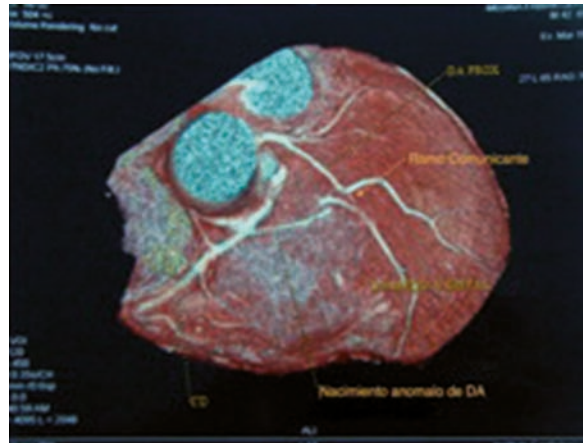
TAC. Reconstrucción.
